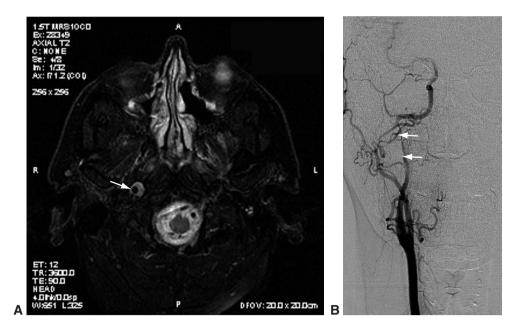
A. Dissection de la carotide interne. IRM axiale qui montre du sang (*flèche*) dans la paroi de la carotide interne droite (signe du croissant de lune). B. L'artériographie montre une image « en ficelle » (*flèches*) qui confirme la dissection de la carotide interne. (*Partie A : remerciements au Dr Karl C. Golnik; partie B : remerciements au Dr Lanning B. Kline.*)
